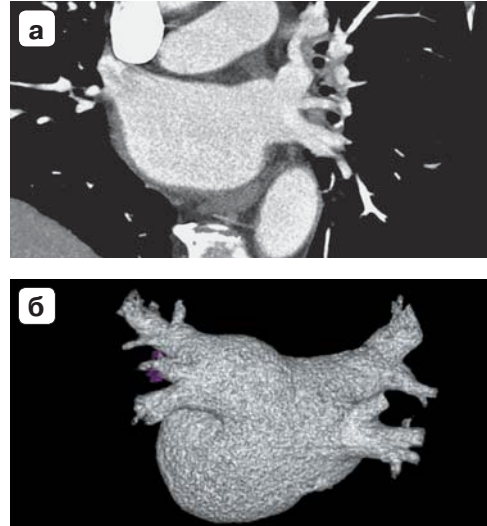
МСКТ. Единый ствол легочных вен слева, отсутствие формирования ствола левой нижней легочной вены. а – мультипланарная реконструкция; б – 3D-реконструкция (вид с дорсальной стороны, ушко левого предсердия выделено цветом).
